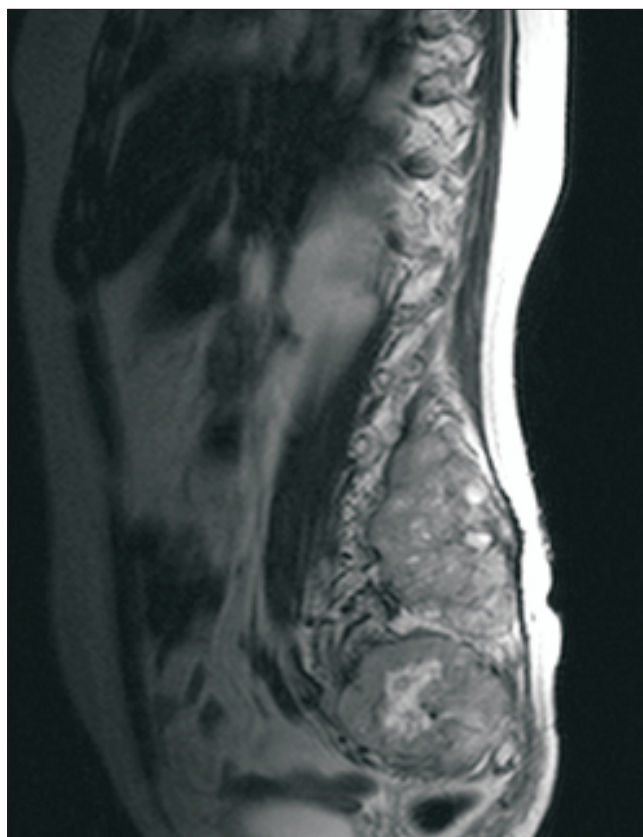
МРТ-исследование спинного мозга и позвоночника с контрастированием: мягкотканное образование на уровне L3—S2, больше справа, с нечеткими неровными контурами, проникающее в позвоночный канал и распространяющееся на концевые отделы структур конского хвоста
